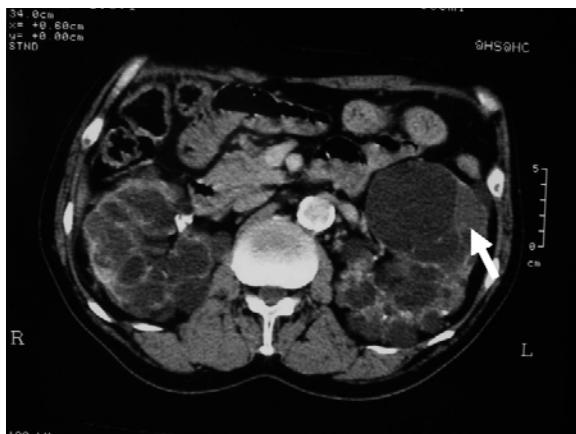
Computed tomography shows thickening of left renal cyst wall (arrow).
